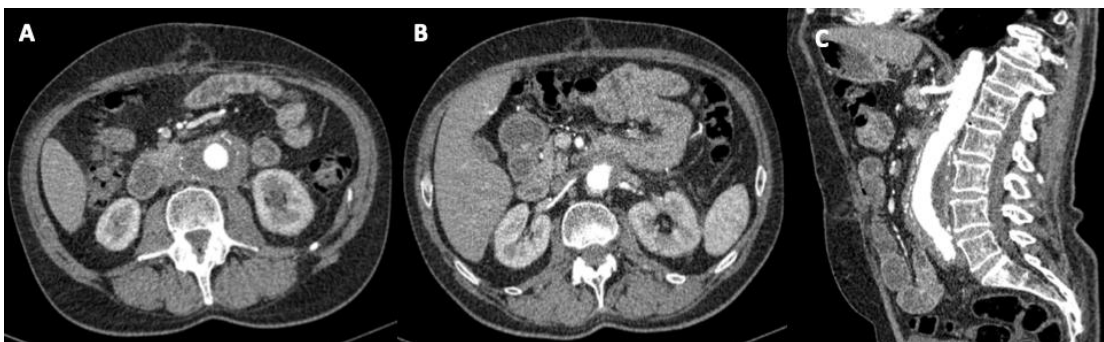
Estudio de TC posterior en fase arterial en el plano axial (A y B) y sagital (C) que refleja los cambios postquirúrgicos con injerto y exclusión del aneurisma, leves cambios inflamatorios periaórticos residuales y una adecuada perfusión renal bilateral. (Servicio de Radiodiagnóstico. Complejo Asistencial de Zamora).
